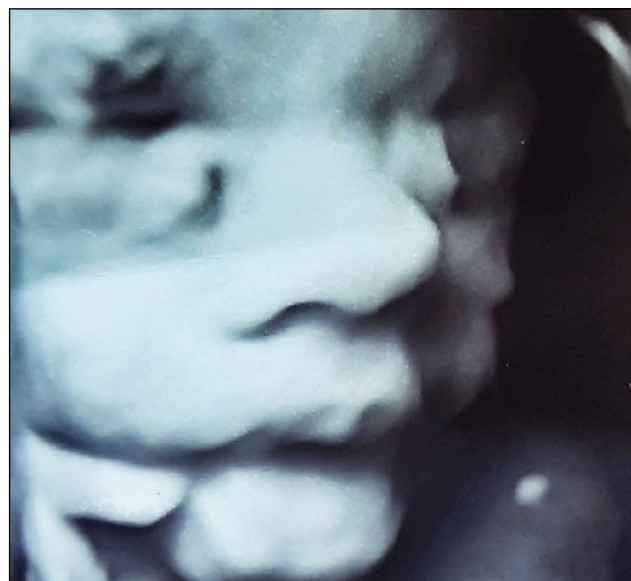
Двустороннее дакриоцистоцеле (УЗИ на 30-й неделе гестации).
